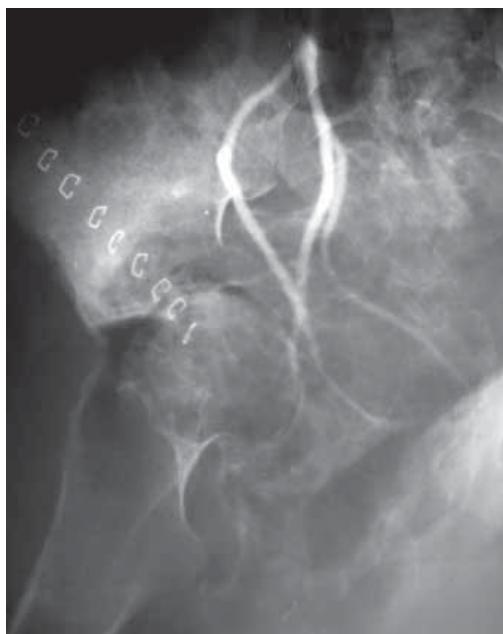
Radiografía de cadera A.P. postoperatorio inmediato (postembolectomía de la arteria hipogástrica).
